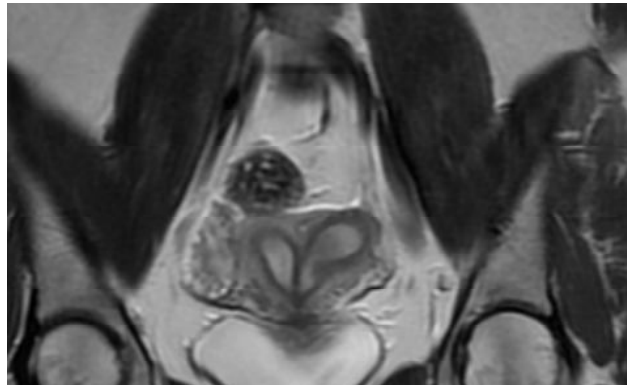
МРТ повної маткової перегородки.
